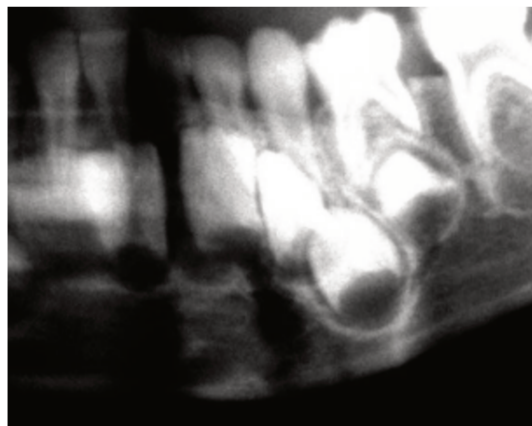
Radiographie dentaire montrant une fracture parasymphysaire chez un patient de 4 ans impliquant les bourgeons dentaires des incisives centrales mandibulaires (31 et 41)(48)
